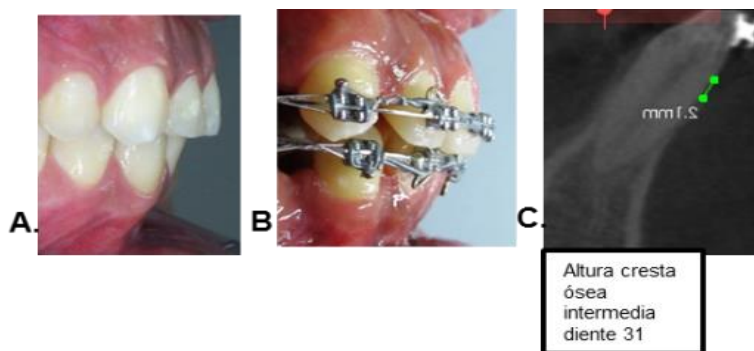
Tomografía diente 41. 8A. Overjet inicial. 8B. Overjet intermedio. 8C. Corte sagital intermedia de la altura de la cresta ósea diente 31 (distancia del ápice a la pared vestibular)
